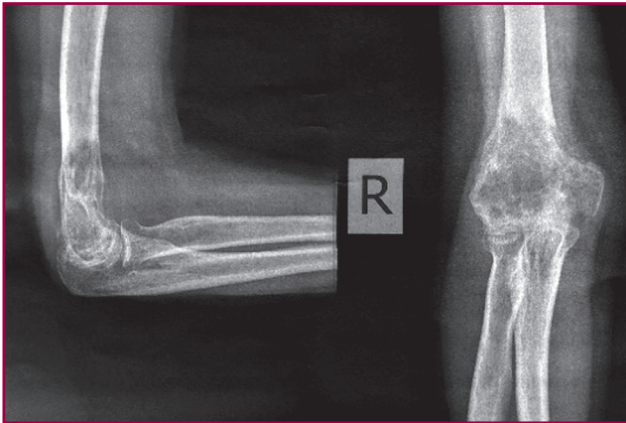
Фотовідбитки рентгенограм пацієнтки В. з пухлиною дистального відділу правої плечової кістки
